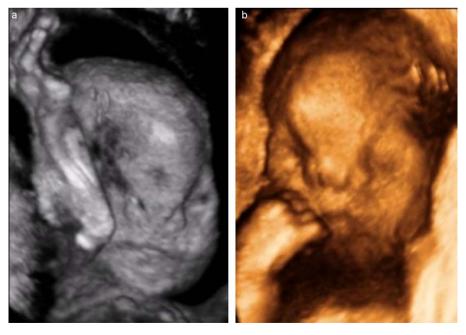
a et b: échographies de la face fœtale en mode 3D à 23 SA. a and b: fetal face ultrasound 3D scan at 23 weeks.
